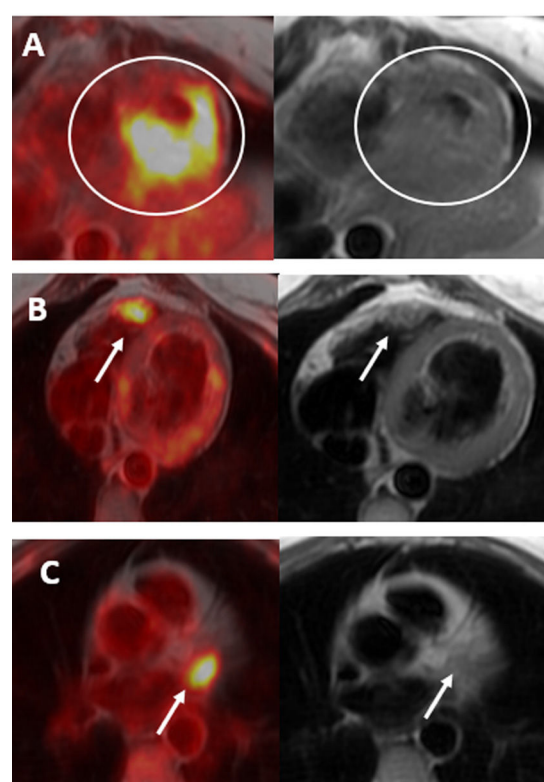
Imágenes axiales de fusión PET/RM y axiales en secuencias de sangre negra de la RMC. Hipercaptación de [^{18}F]F-FDG en los segmentos inferiores medio-apical y ápex del VI que se encuentra engrosado en la RMC (A), con foco activo en la pared anterior del ventrículo derecho, con ligero engrosamiento en la RMC (B) e hipercaptación del trazador en la orejuela izquierda, sin practica traducción en la RMC (C).
